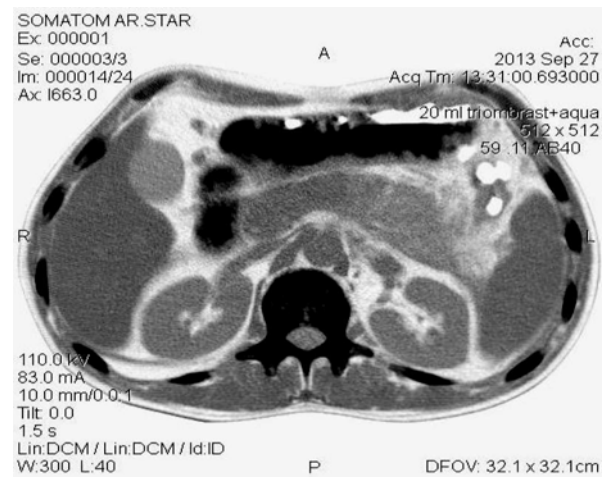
Розрив хвоста ПЗ та гематома у воротах селезінки (КТ)
